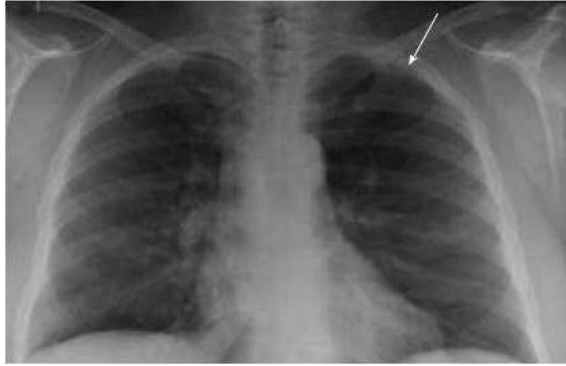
Rx tórax con hiperlucidez del LSI (flecha). TAC con hiperinflación en el LSI, poca ramificación bronquial y broncocele. (13)
